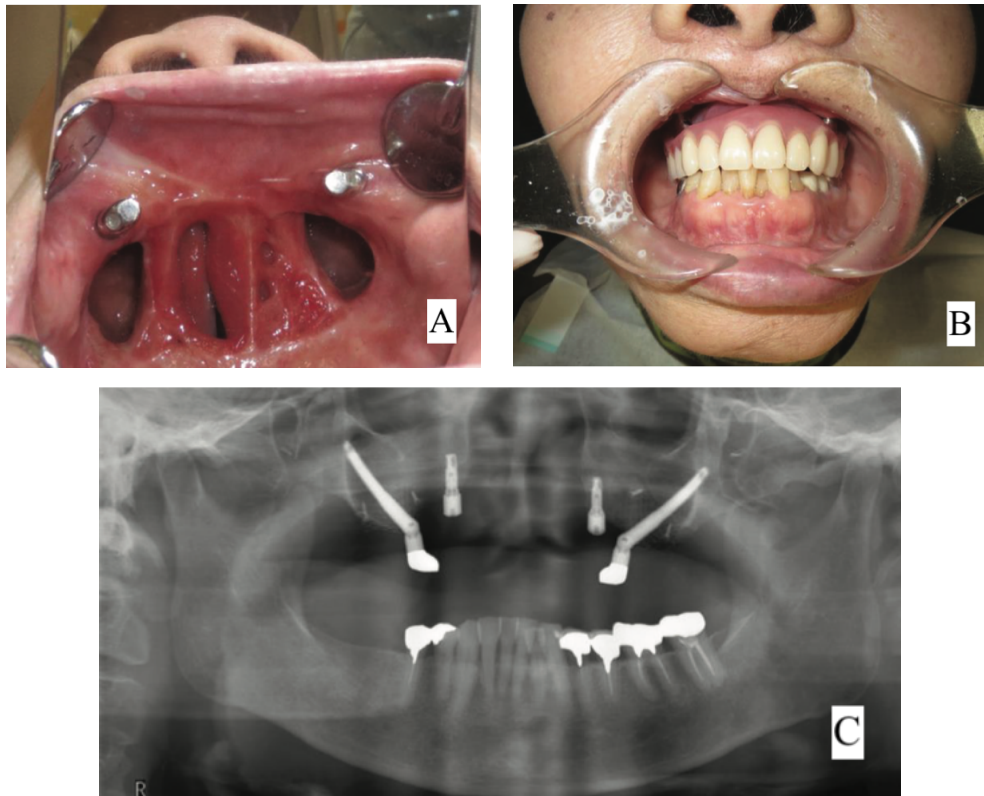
(A) Ortopantomograma após a colocação dos implantes, (B) barra fresada sobre 4 implantes, (C) fotografia final da prótese removível inserida na barra fresada (retirado de Hugentobler & Guyot, 2009 e adaptado por Charlotte Penneç).
